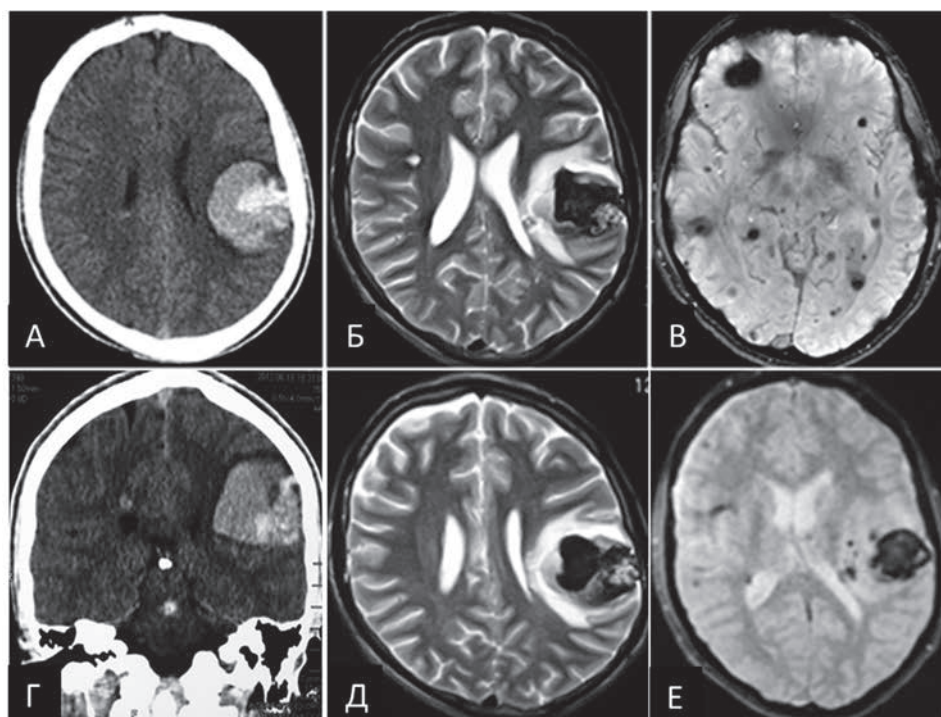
Пациент К-ов А. С., спиральная КТ головного мозга в аксиальной (А) и фронтальной (Г) проекциях; МРТ в режимах Т2 (Б, Д) и SWI (В, Е) в аксиальных проекциях. Гематома в левой теменно-височной области; множественные кавернозные ангиомы больших полушарий
